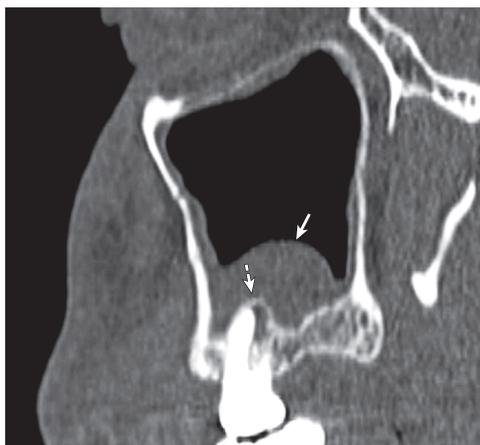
Компьютерная томография околоносовых пазух пациента с правосторонним одонтогенным гемисинуситом, вызванным хроническим апикальным периодонтитом зубов 1.6, 1.7: а — корональная проекция; б — сагиттальная проекция. Стрелка указывает на приподнятую кортикальную пластинку дна правой верхнечелюстной пазухи за счет расширения периодонтального пространства вокруг корней указанных зубов
